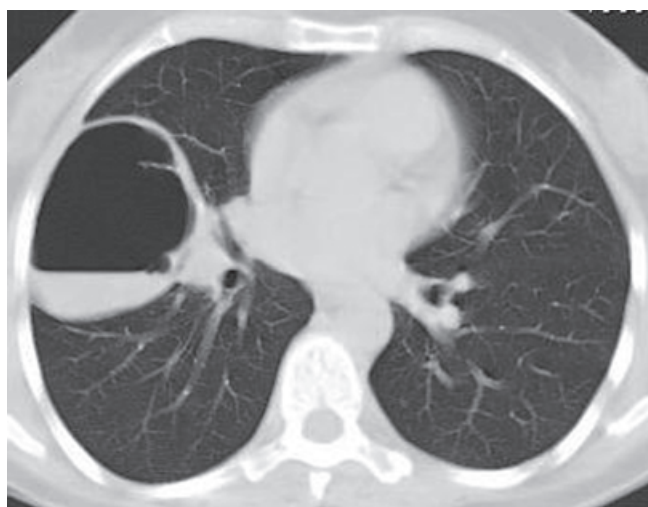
КТ-грамма демонстрирует крупное полостное образование с толщиной стенки от 2 до 5 миллиметров и с горизонтальным уровнем жидкости в средней доле правого легкого. Окружающая легочная ткань интактна.
